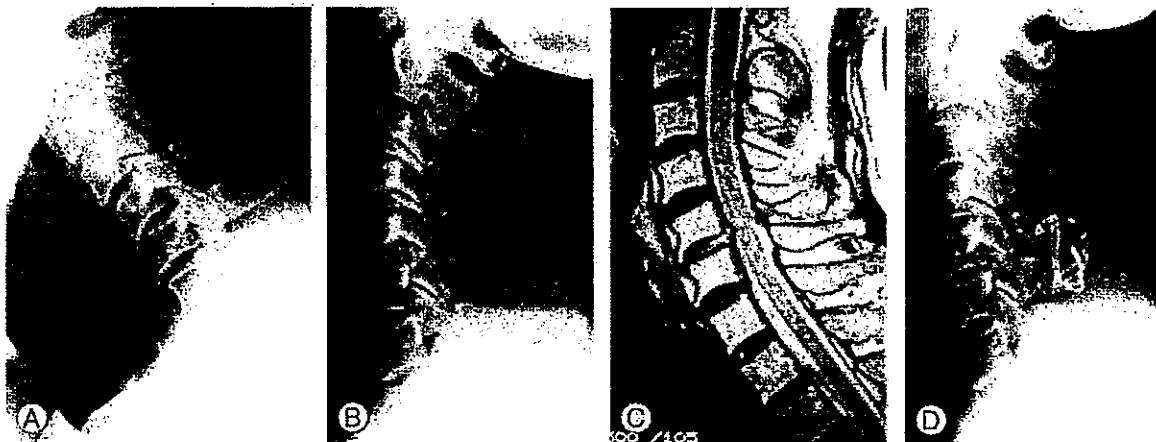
(A) Lateral flexion X-ray: C5/6 distractive flexion injury, C5 subluxation (DFS1). (B) Lateral extension X-ray: a reduction position was obtained with no neurological deterioration. (C) Magnetic resonance imaging (MRI): T2 sagittal image. No neurological complications occurred despite C5/6 disc bulging. (D) Lateral X-ray obtained after surgical treatment: posterior reduction and fixation with spinous process wiring and bone grafting were performed.
